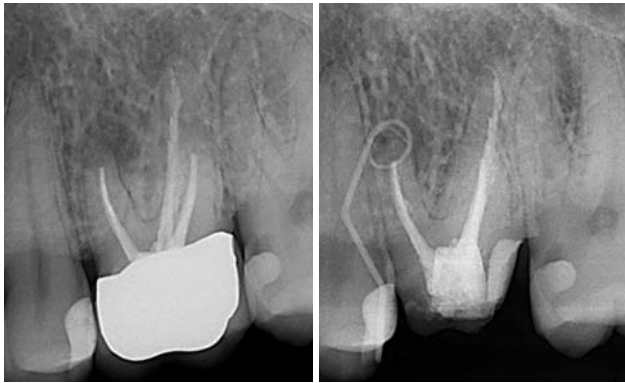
Ausgangsröntgenbild zu Beginn der Revisionsbehandlung, 26; 2008.–Abb. 4: Fistelkontrastaufnahme, 26.
